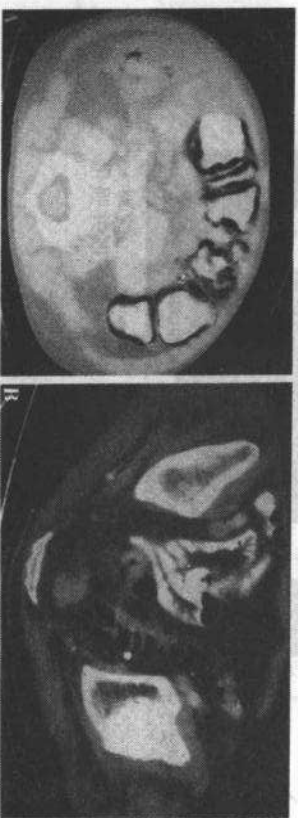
两例继发于类固醇病的肠气肿CT所见:A 一儿童患者肠壁内有线样积气。B 另一老年男性因特发性肺纤维化服用激素,乙状结肠呈囊样气肿类似肠憩室病。此外还有腹腔游离气体(未显示),该病人经保守治疗数日腹腔游离气体消失和仍然无症状
